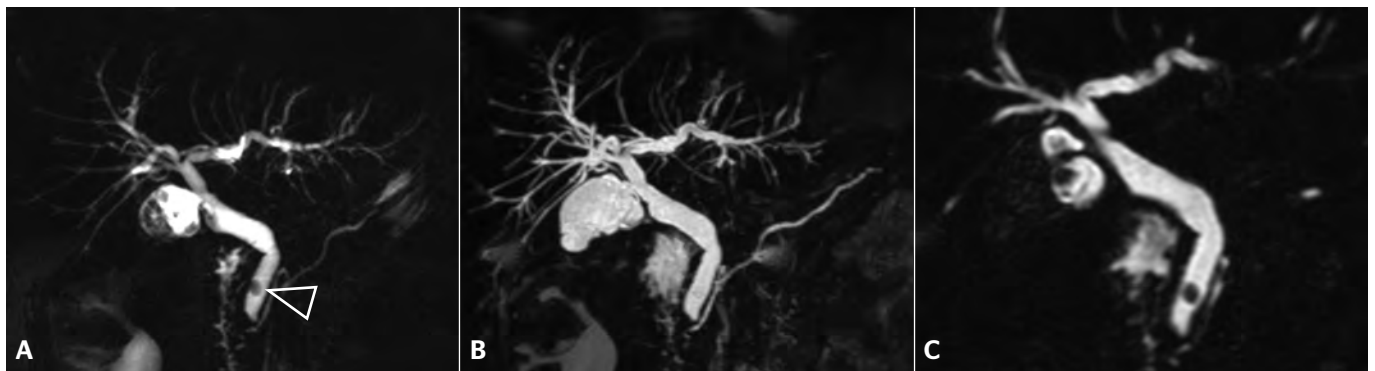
Patient exploré par bili-IRM pour une suspicion de migration lithiasique.
